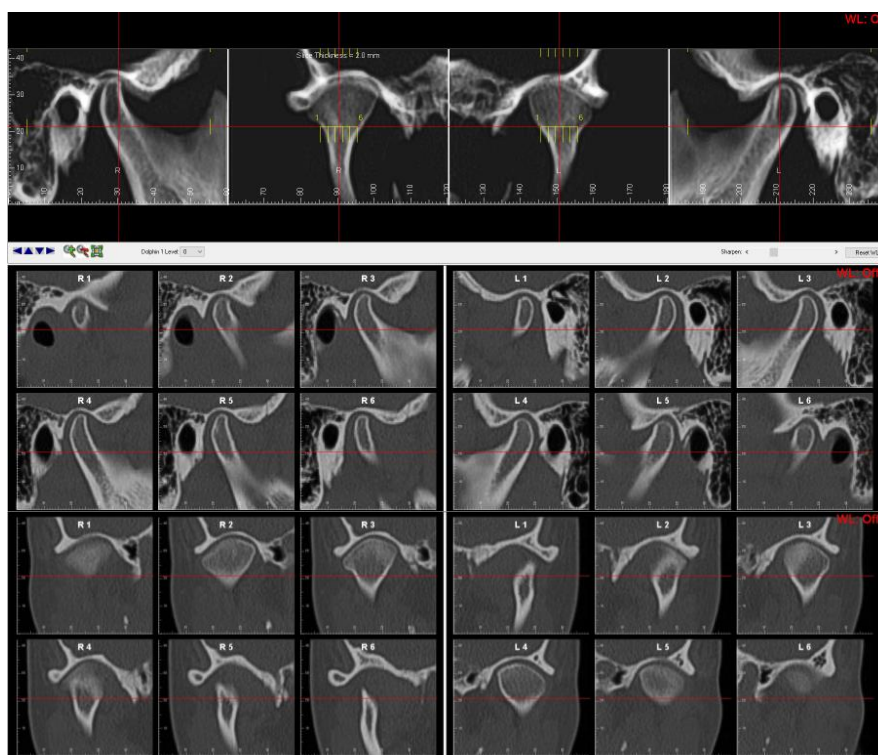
КТ ВНЧС пациента.
